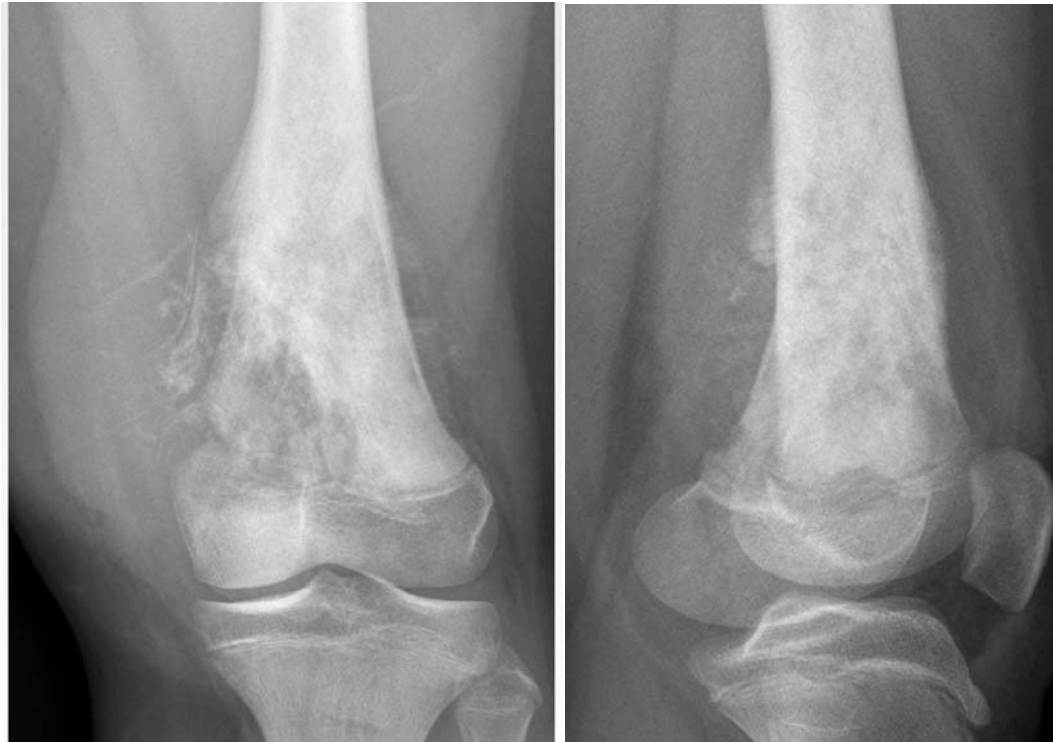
Radiographie du genou F/P : Lésion diaphyso métaphysaire dominée par la composante lytique avec rupture de la corticale externe et réaction périostée (triangle de Codman), épaissement des parties molles en regard
